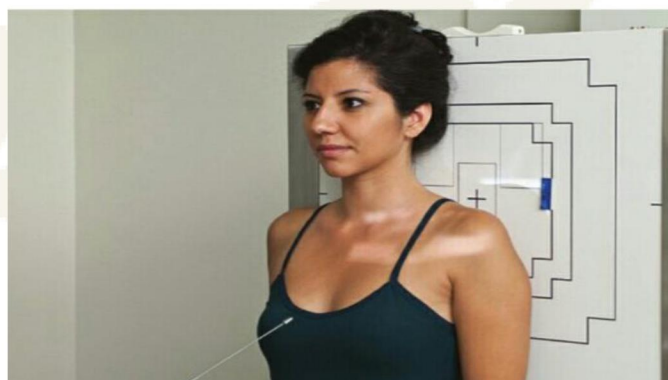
Radiograf *Clavícula* Proyeksi *Antero Posterior* (Lampignano & Kendrick, 2018)
